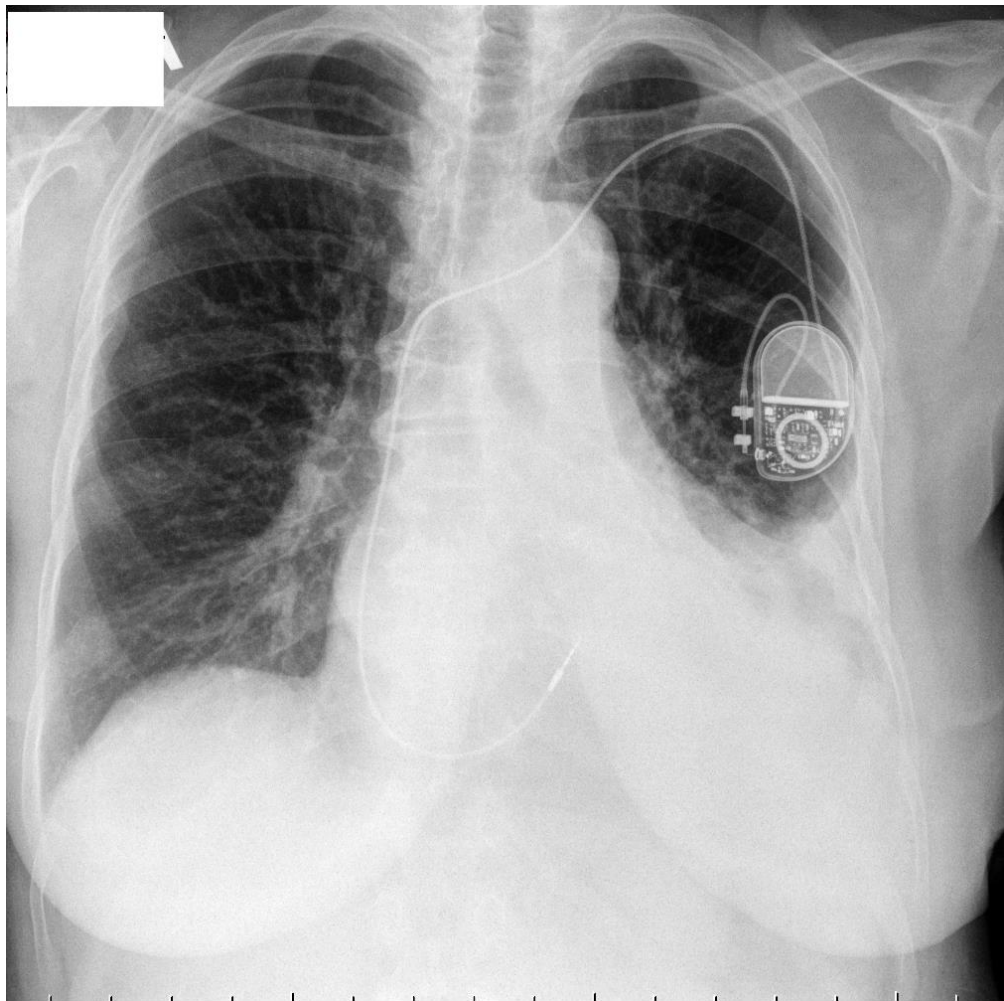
Рентгенограмма пациентки М., 64 года, и.б. №15623 на следующие сутки после дренирования плевральной полости
